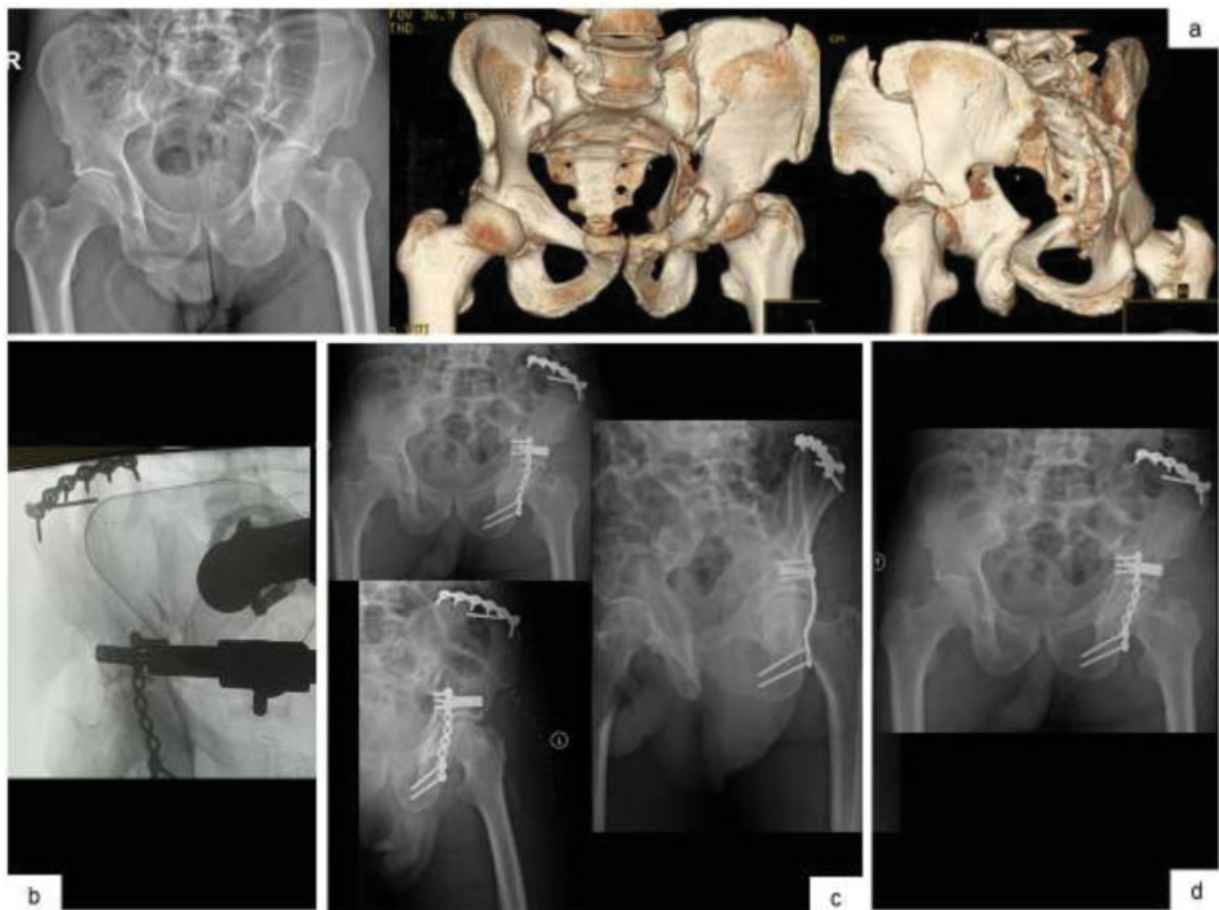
Imagens de radiografia anteroposterior da bacia e imagens de TAC 3D para melhor caracterização da fratura de duas colunas do acetábulo esquerdo com extensão alta para o ilíaco (a) Imagem de controle intraoperatório (b) Controle radiológico nas incidências anteroposterior da bacia, alar e obturadora da anca esquerda no pós-operatório imediato (c) Radiografia anteroposterior da bacia ao 3º mês (d).
